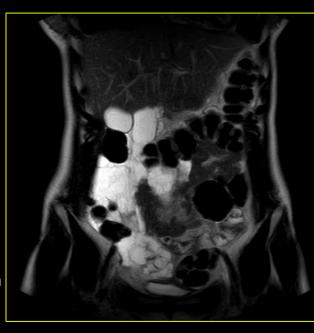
RM secuencia T2 con saturacion grasa, donde se aprecia la lesión antes descripta con intensidad quística, que abarca gran parte de hemiabdomen derecho.
